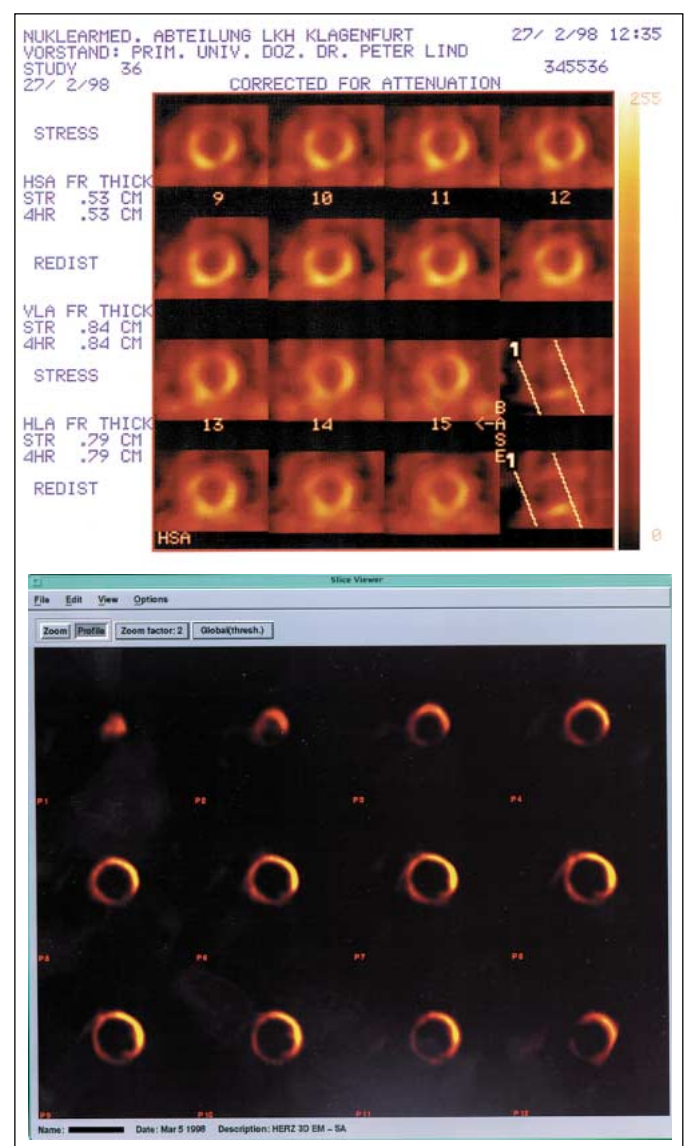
70-jähriger Pat., ischämische CMP (EF 10 %), riesige Akinesie des Septums, mittlere und distale Vorderwand sowie des Apex und der distalen Hinterwand. Koronarangiographie: 90 % LAD-Abgangsstenose, signifikante Abgangsstenose des 1. Diagonalastes, langstreckiger Plaque mittlere CX – fokale 75 %, RCA an der Crux 80 %; Tl-201-SPECT: ausgedehnt irreversibler Defekt apexnah anterior, anteroseptal und apexnah inferior, diskret reversibel posterolateral; Cardio-PET: deutliche FDG-Speicherung, eindeutiger Mismatch. Der Pat. erhält einen Vierfachvenenbypass.
